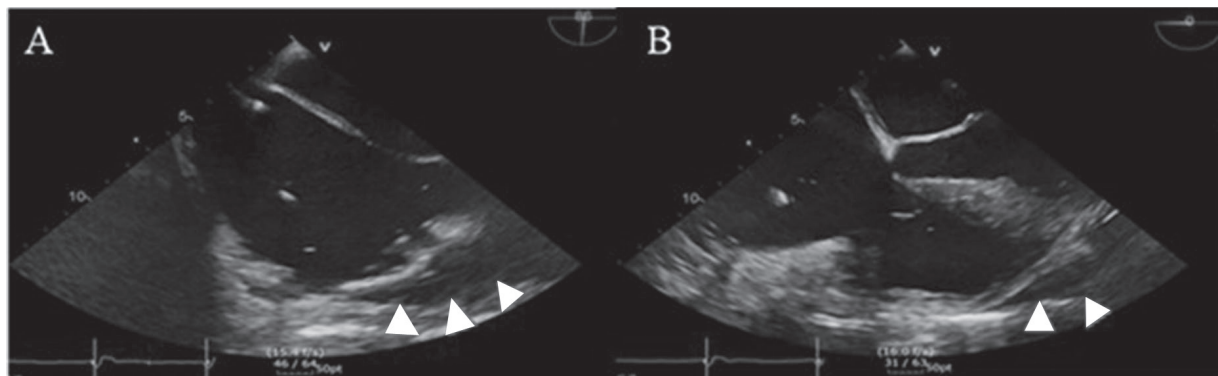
Intraoperative Transesophageal Echocardiography images immediately after anesthesia induction. (A) Midesophageal Bicaval View shows pericardial fluid collection adjacent to Right atrium (red arrow heads). (B) Midesophageal Four Chamber View shows pericardial fluid collection adjacent to Right ventricle (red arrow heads).
